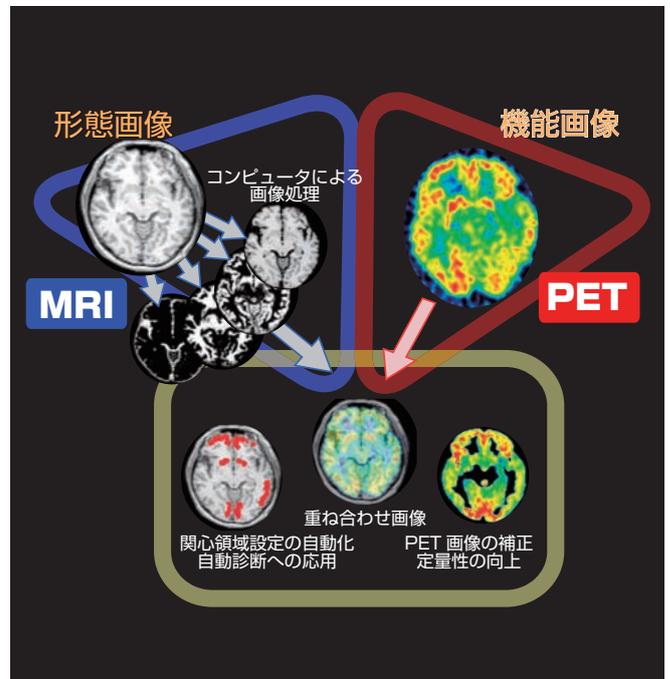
PETを用いた脳機能研究におけるMRI形態情報の活用。
